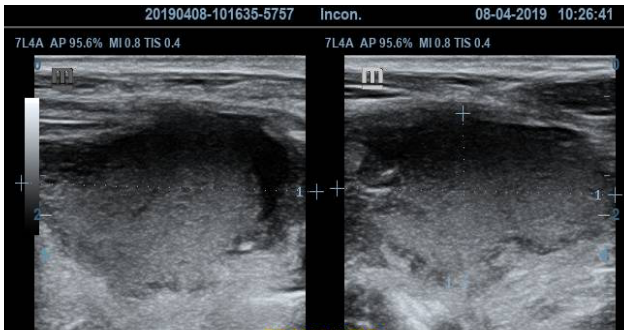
Coupes échographiques avec une sonde superficielle de 7,5 Mhz montrant un abcès appendiculaire sous la forme d'une collection aux contours irréguliers, à contenu échogène et hétérogène avec infiltration de la graisse adjacente.
